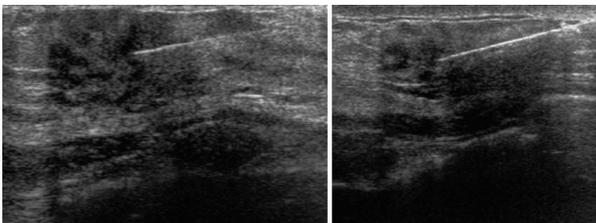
BAG guiada por ecografía (14G) de lesión nodular de 4 cm en CSE de MI.
